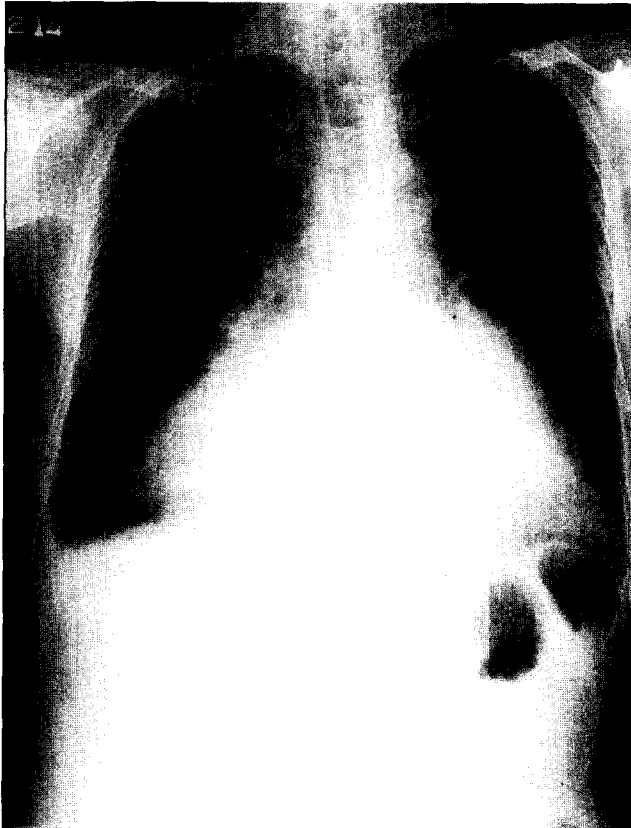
Preoperative Chest X-ray. It shows increased heart size.
